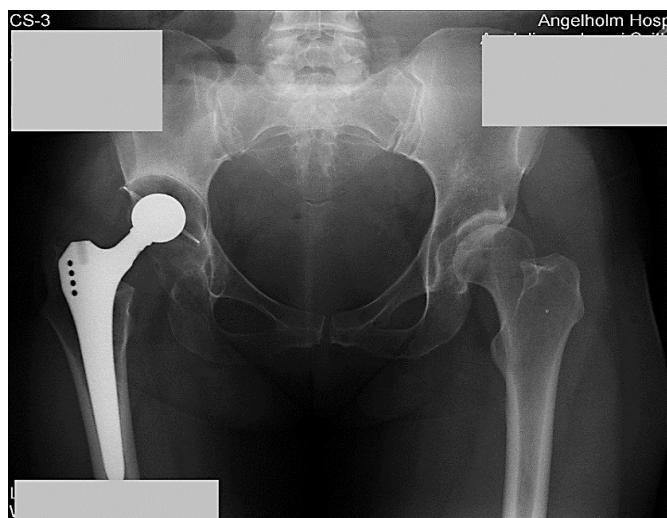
Рентгенограма обох кульшових суглобів хворої Ж.
